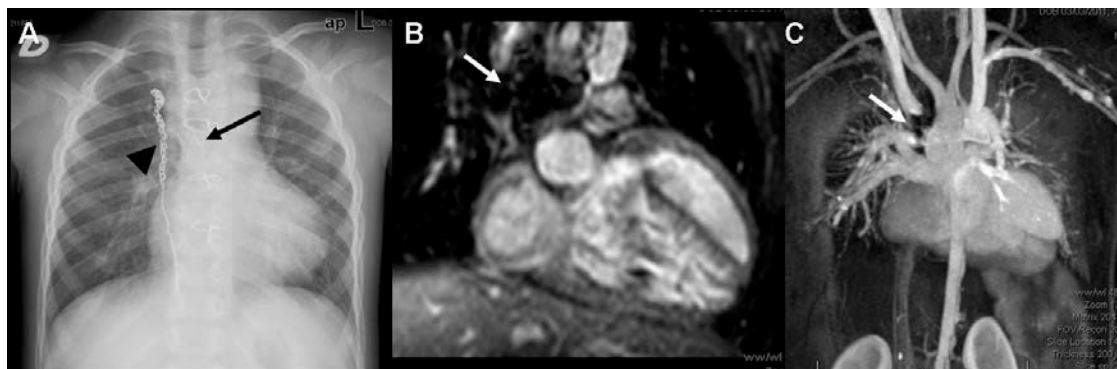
Artefactos en la cava superior por material endovascular. Niña de 4 años con canal atrioventricular común desequilibrado intervenida con cirugía de Damus-Stansel con derivación cavopulmonar parcial (Glenn). En la radiografía AP de tórax (A) se observan “coils” (cabeza de flecha negra) para el cierre de colaterales venosas, “stent” en la anastomosis de Glenn, en la unión de la vena cava superior y la arteria pulmonar derecha (flecha negra). En la reconstrucción coronal de la secuencia WH3D (B) y la proyección MIP de la angiografía se aprecia vacío de señal en la unión de la vena cava superior y la arteria pulmonar (flechas blancas) por los artefactos ferromagnéticos del “stent”.
